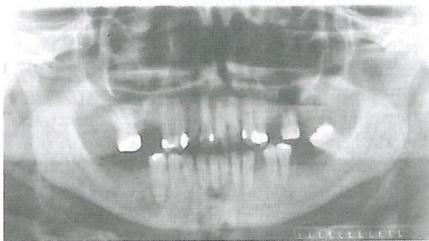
Radiografia panorâmica de paciente com displasia cemento-óssea florida.
